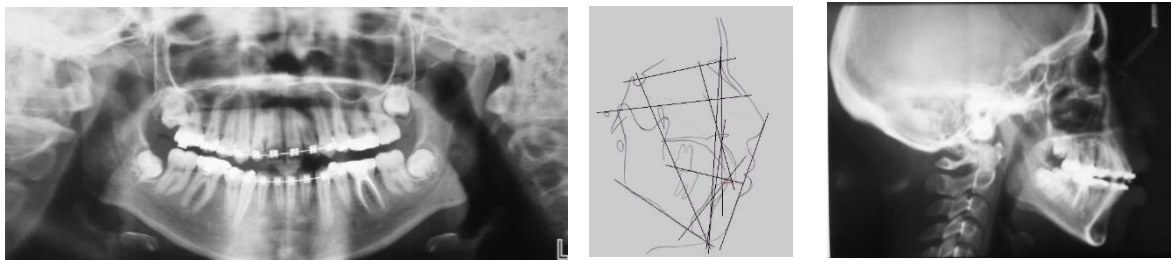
Radiografías y cefalometría final.
